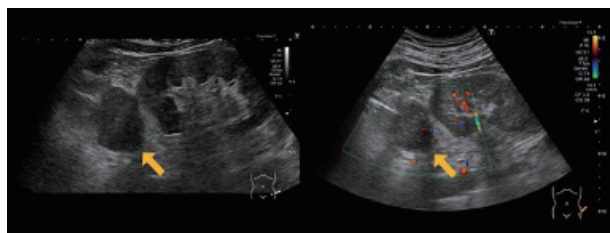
The left adrenal gland ultrasonography showing a well-defined, smooth-marginated, hypoechoic mass with internal heterogeneous echoes and blood flow signal. The size is $52.0 \times 35.0 \times 43.8$ mm.
